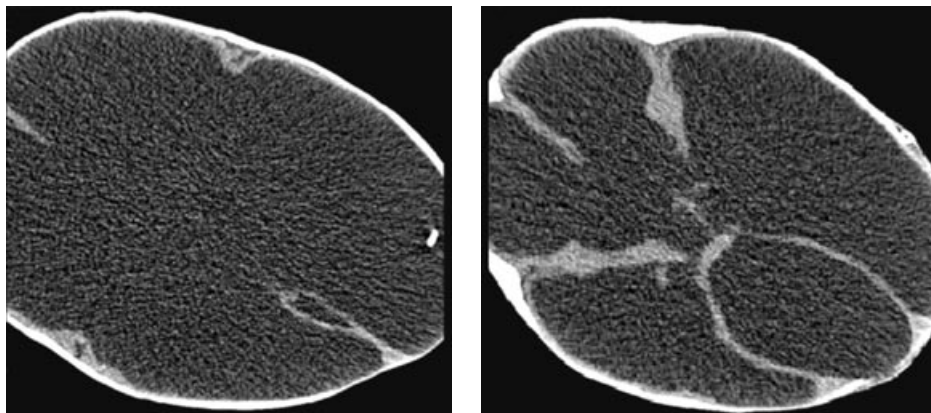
КТ головного мозга после вентрикулоперитонеостомии слева.
